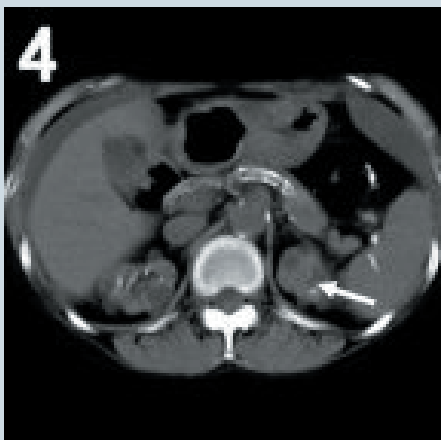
Изображения, полученные методом Двух Энергий с напряжением 100 и 140 кВ, эквивалентны изображениям, полученным при КТ-исследовании с одной рентгеновской трубкой и напряжением 120 кВ. В левой почке видна область высокой плотности (стрелка)
